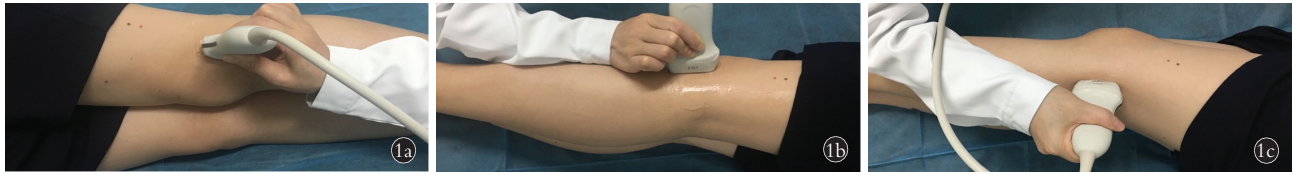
外侧半月板前角、体部、后角超声检查部位的体表定位 1a. 前角定位点: 髌骨外下缘与关节线交点 1b. 体部定位点: 腓骨头前缘延长线与关节线交点 1c. 后角定位点: 腓骨头后缘延长线与关节线交点
